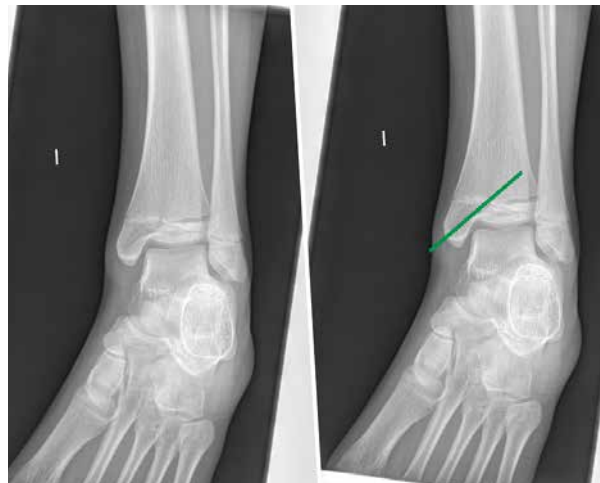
A y B. Radiografía oblicua de tobillo, donde se observa el trazo sagital (línea verde).
